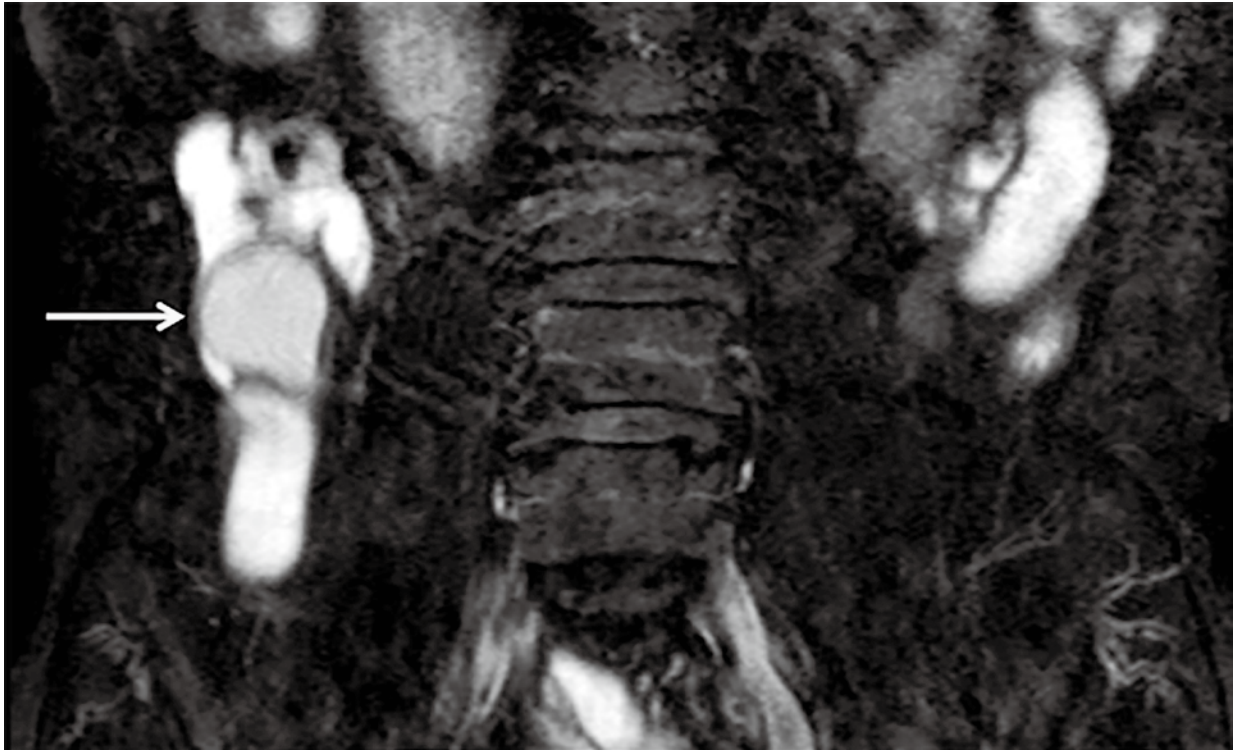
Magnetic resonance imaging (T2-weighted image, coronal plane)
